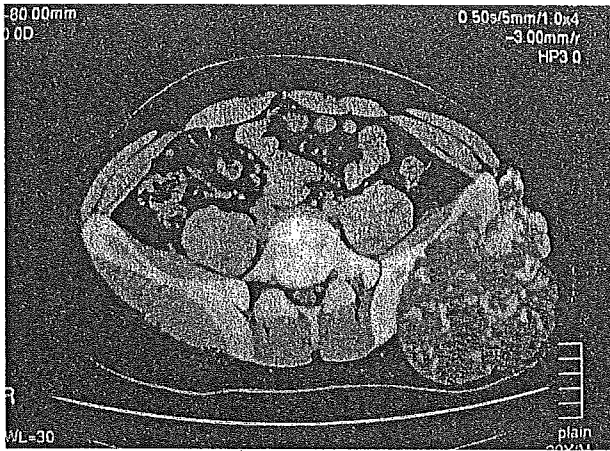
Computed tomographic scan indicates a large chondrosarcoma at the left iliac bone.
